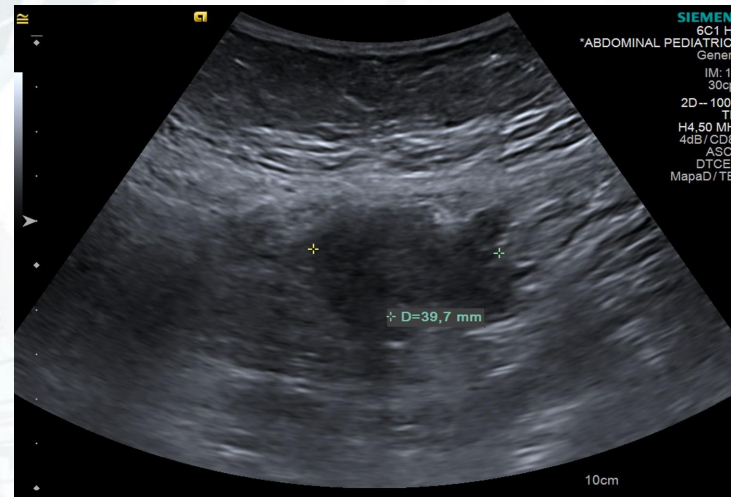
Ecografía: Masa peritoneal mal definida en contacto con pared abdominal adyacente.
